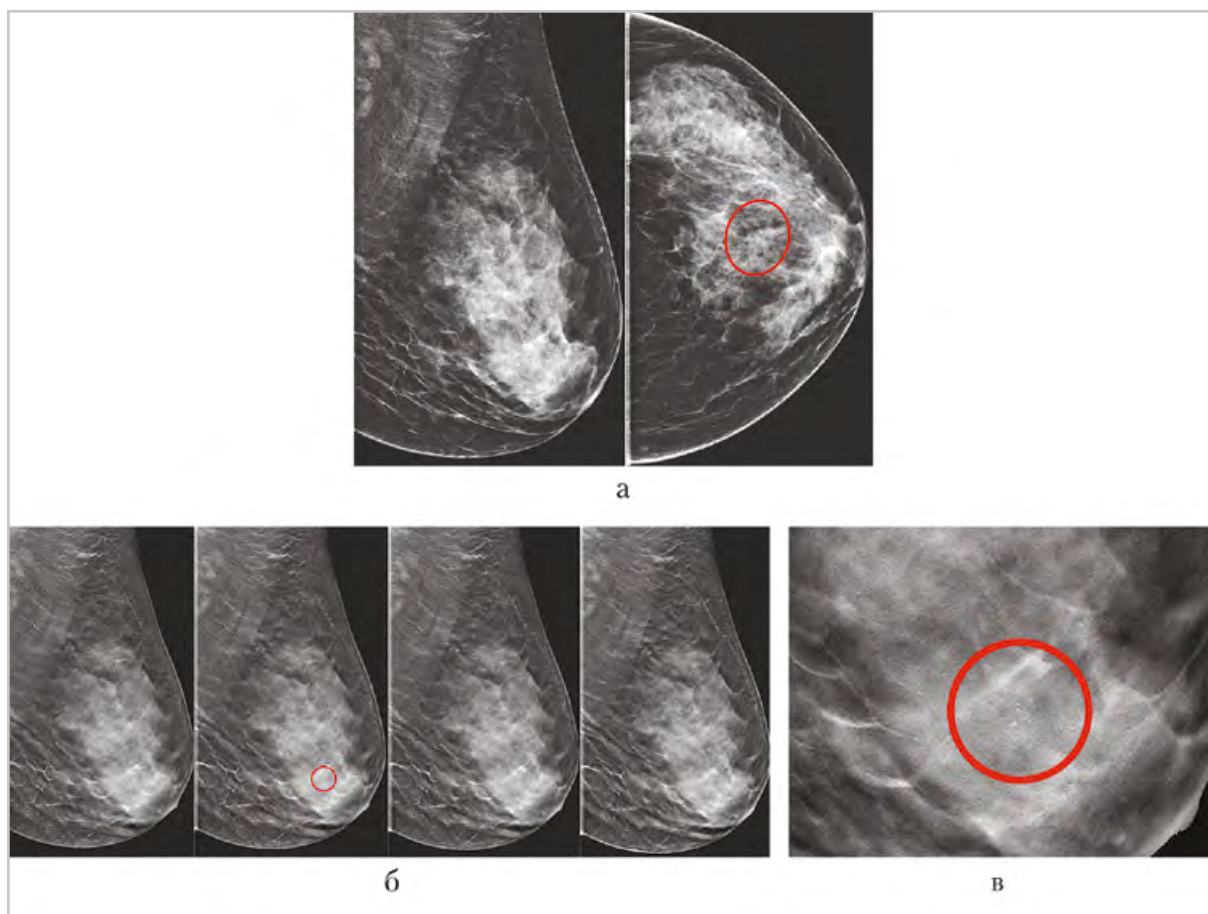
Стандартные цифровые маммограммы и томограммы левой молочной железы пациентки Д., 38 лет: на стандартных маммограммах (а) узловое образование заподозрено на границе верхних квадрантов; на томограммах в косой и краниокаудальной проекциях (б) патологическое образование не выявлено; на увеличенном фрагменте томограммы в косой проекции (в) визуализирована группа микрокальцинатов
